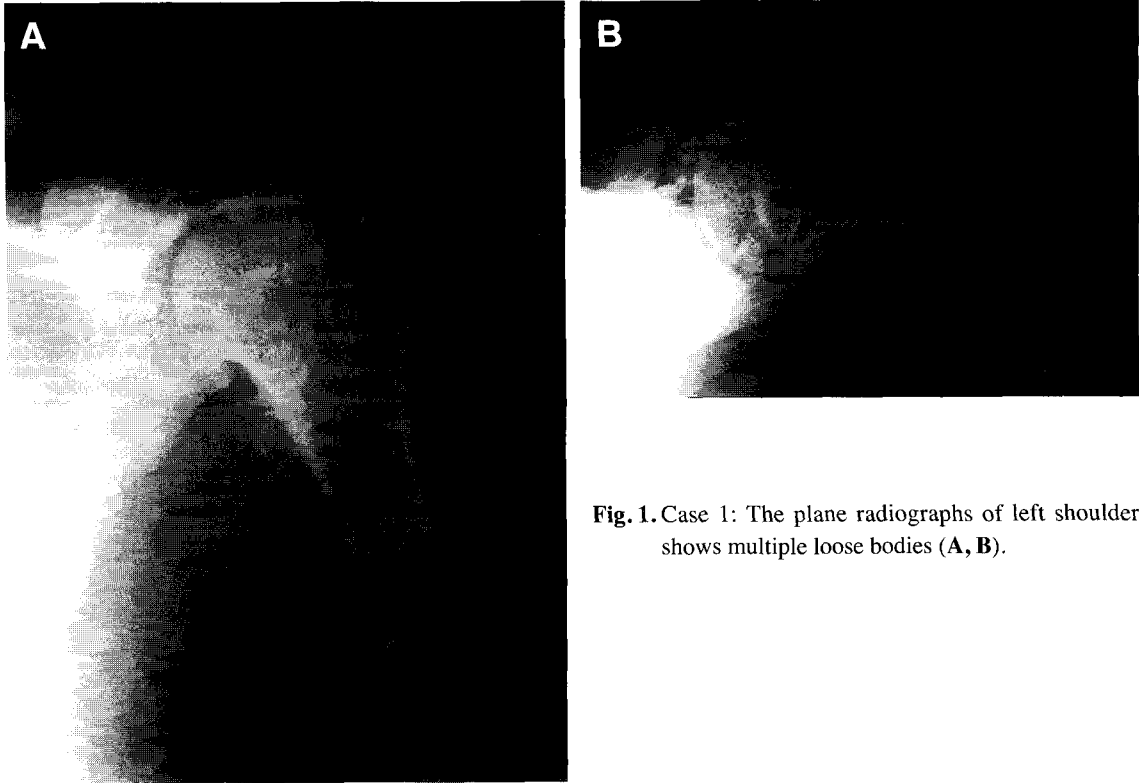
Case 1: The plane radiographs of left shoulder shows multiple loose bodies (A, B).
